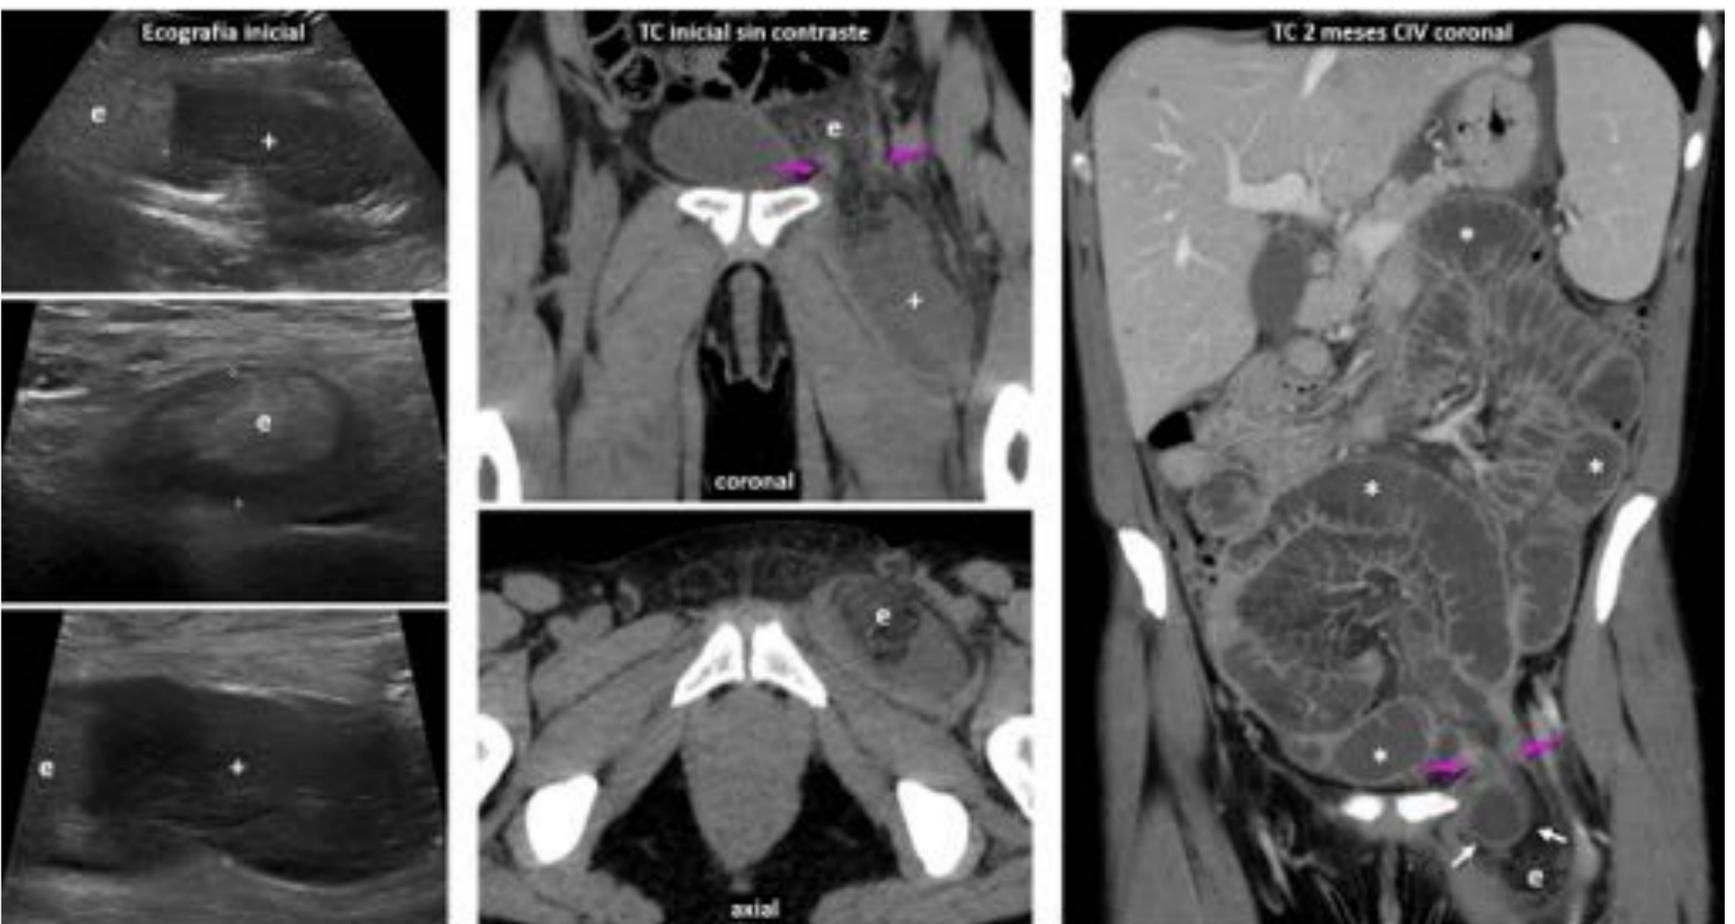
Hernia crural encarcerada con enfoque clínico incorrecto. Recidiva con obstrucción. Mujer de 51 años. Linfocitosis y masa inguinal dolorosa. Se sospecha conglomerado adenopático. La ecografía y TC sin contraste muestran una hernia femoral izquierda de cuello estrecho (flechas rosas) encarcerada con epiplon (e) y líquido (+) atrapados. Se interviene, confirmándose los hallazgos. Dos meses después regresa con obstrucción intestinal por recidiva y nueva encarceración de asa de yeyuno distal viable (flechas blancas) y epiplón.
